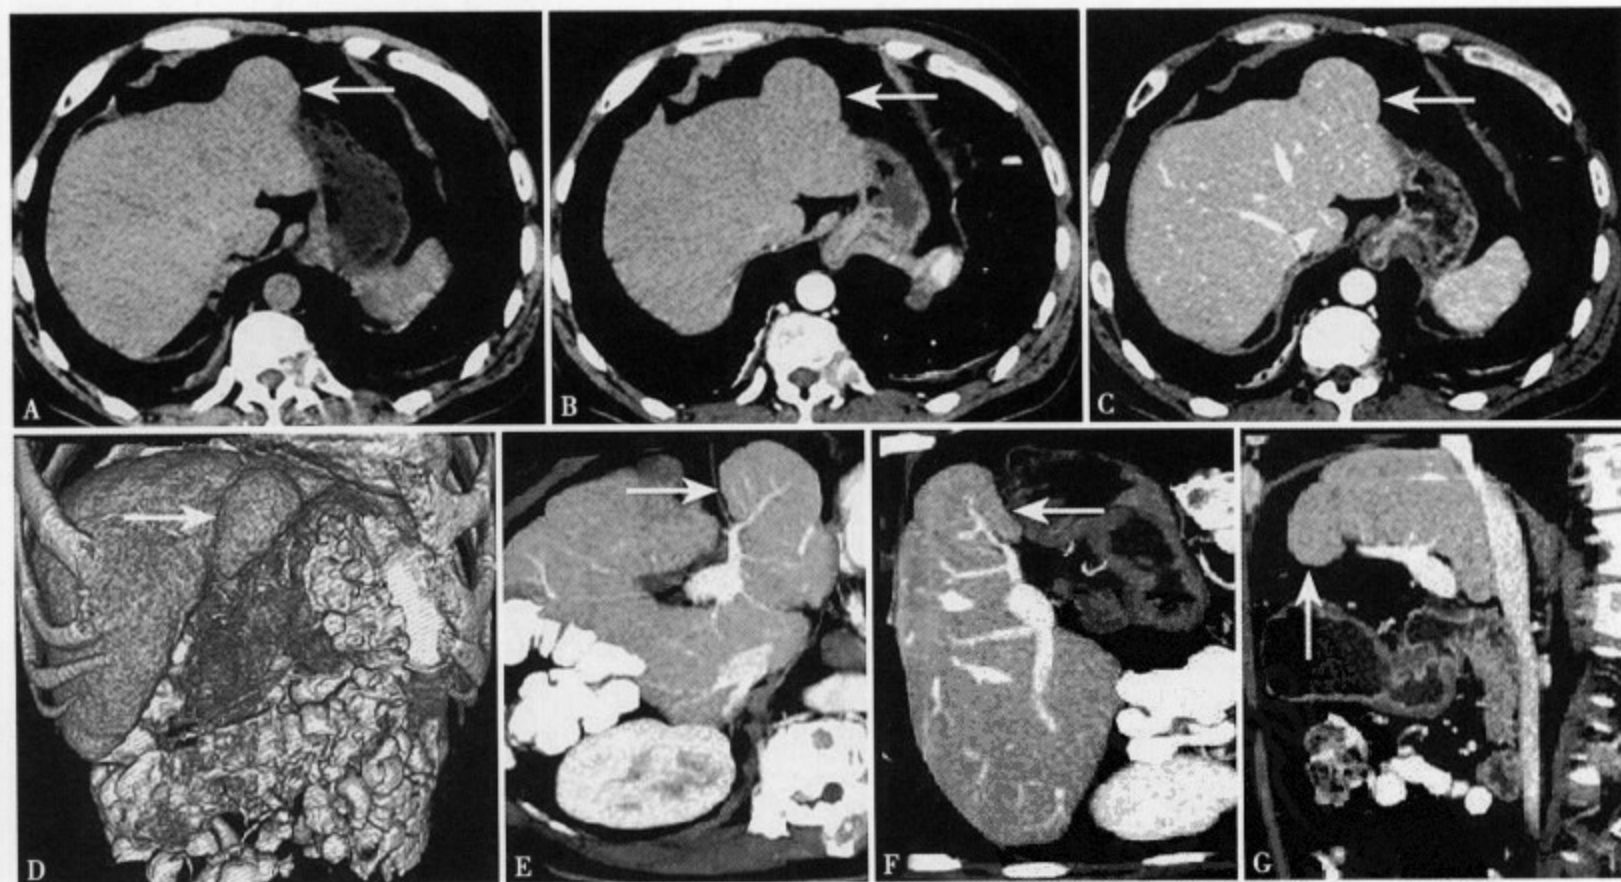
分叶肝。CT 平扫 (A) 肝左叶外侧段见一类圆形等密度向外凸出。增强扫描动脉期 (B) 和门静脉期 (C、E、F) 未见异常强化，其内血管走行及分支正常。三维重建 (D) 和矢状位重建 (G) 显示左叶外侧段呈分叶状
